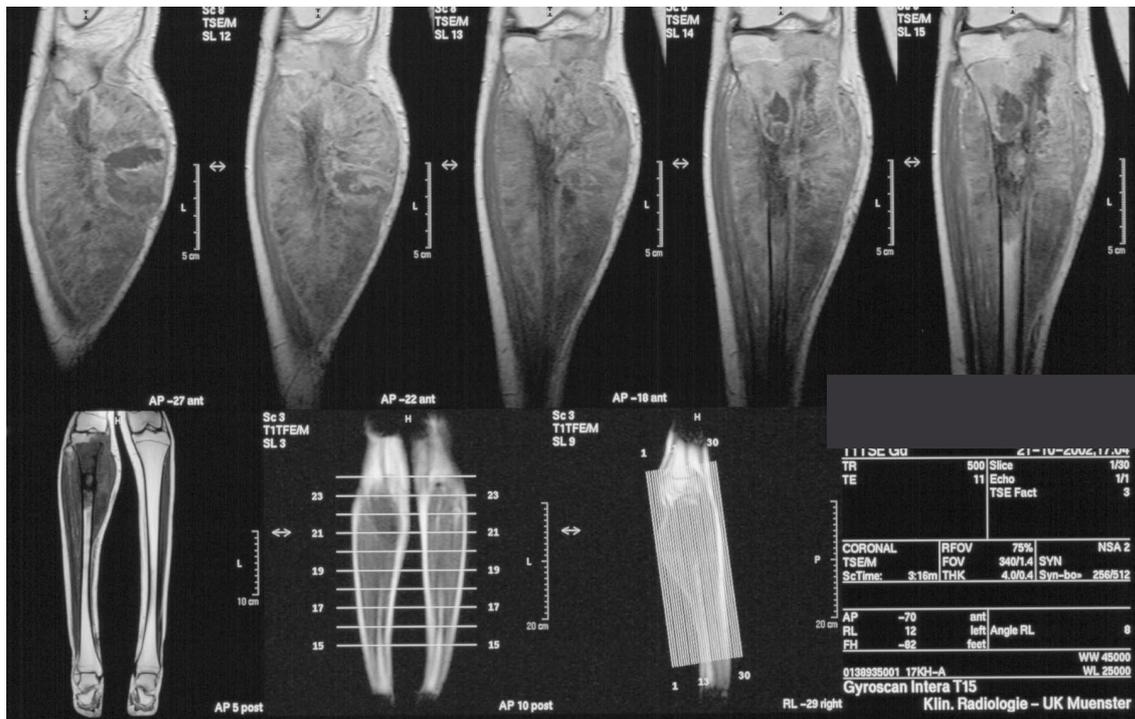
Magnetresonanztomographie coronar eines Osteosarkoms rechte proximale Tibia bei einem 16 Jahre alten Jungen
